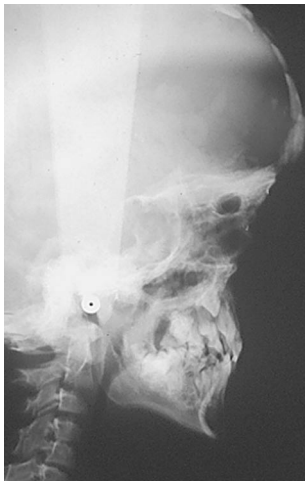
Téléradiographie à 8 ans : déformation postérieure et antérieure de la base du crâne.
